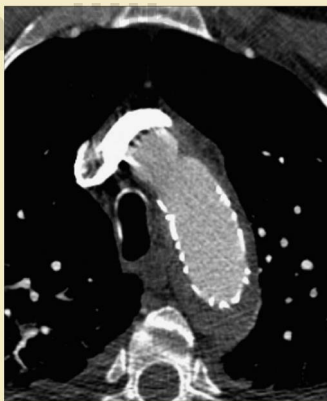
Disección aórtica aguda tipo B y ruptura en un hombre de 56 años. TC tras el implante de endoprótesis cubierta que confirma la trombosis de la falsa luz.
